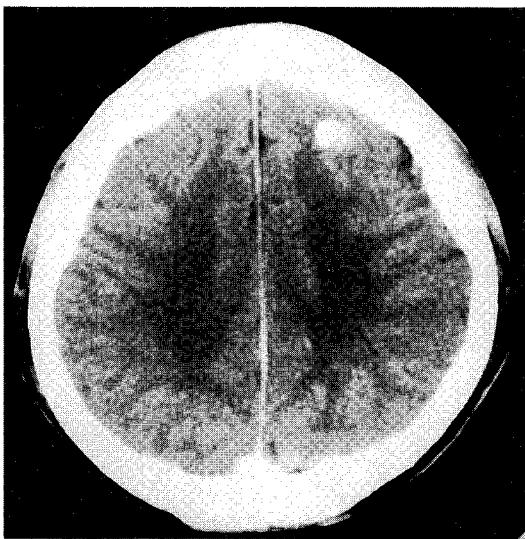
Precontrast CT scan shows a 1cm isoattenuating mass with peripheral rim calcification in the frontal lobe.
